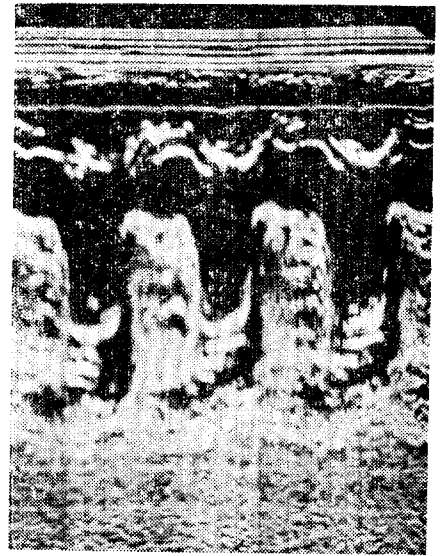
Preoperative echocardiogram shows typical echo claud behind the anterior mitral leaflet during diastolic phase (Case- II).
